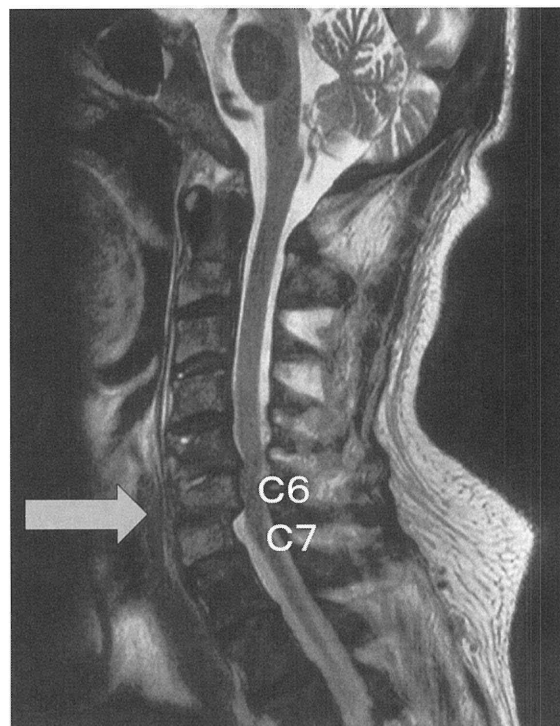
B 2005年4月14日 頸椎MRI
